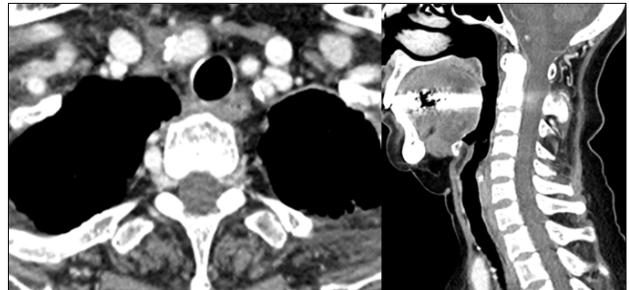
Neck computed tomography (CT) scan 3 weeks after treatment with an anti-fungal agent reveals substantial improvement in the abscess in the right retropharyngeal space with some soft tissue infiltrates.
